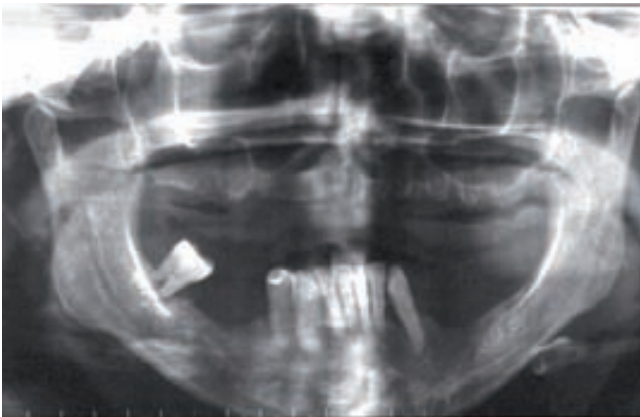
Ortopantomografía previa a la cirugía
